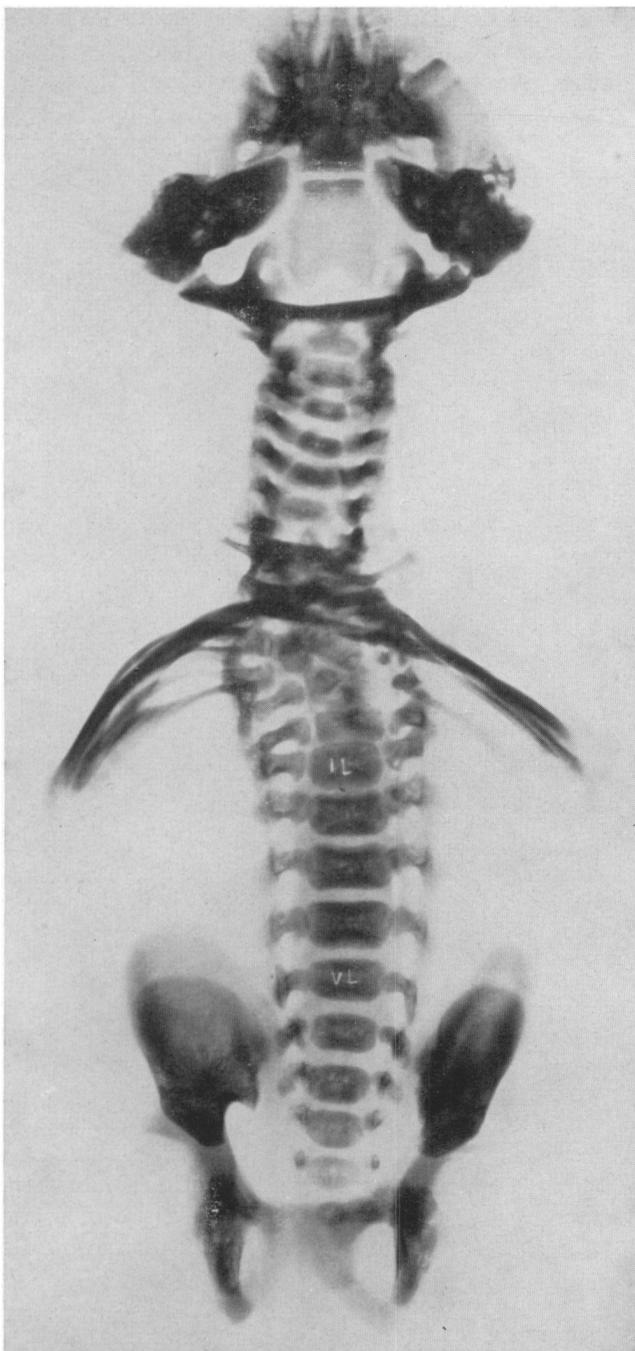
M. N. Esame radiografico del rachide: ampia schisi posteriore che da C7 giunge sino al sacro; il segmento dorsale del rachide si presenta accorciato sia per la cifosi che per le numerose malformazioni e fusioni dei corpi vertebrali. Le coste, diminuite di numero (sette per ogni lato), sono parzialmente fuse fra loro nella loro estremità prossimale
